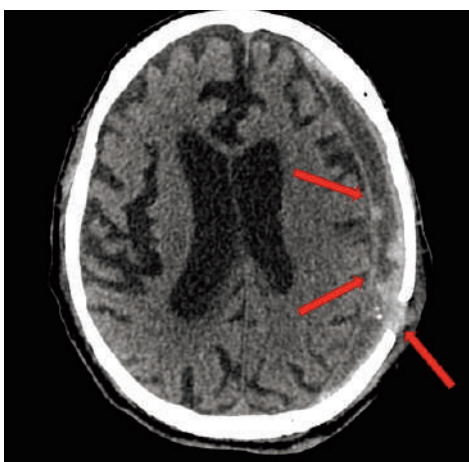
МСКТ-АГ. Субдуральная эмпиема
